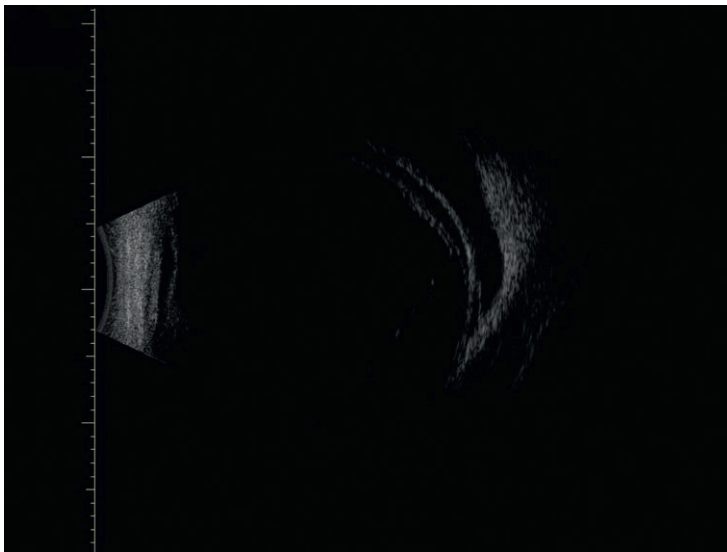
Échographie montrant l'infiltration choroïdienne et sclérale en double couche.
